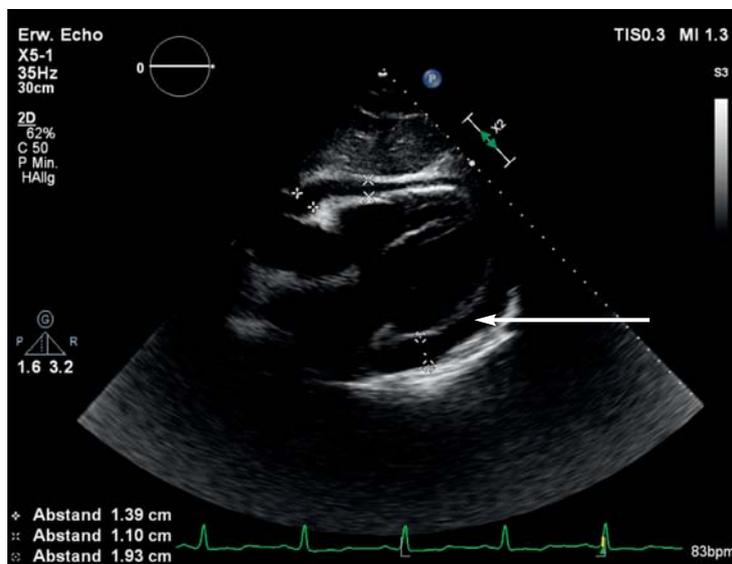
Echokardiographie eines Patienten mit Perikarderguss
